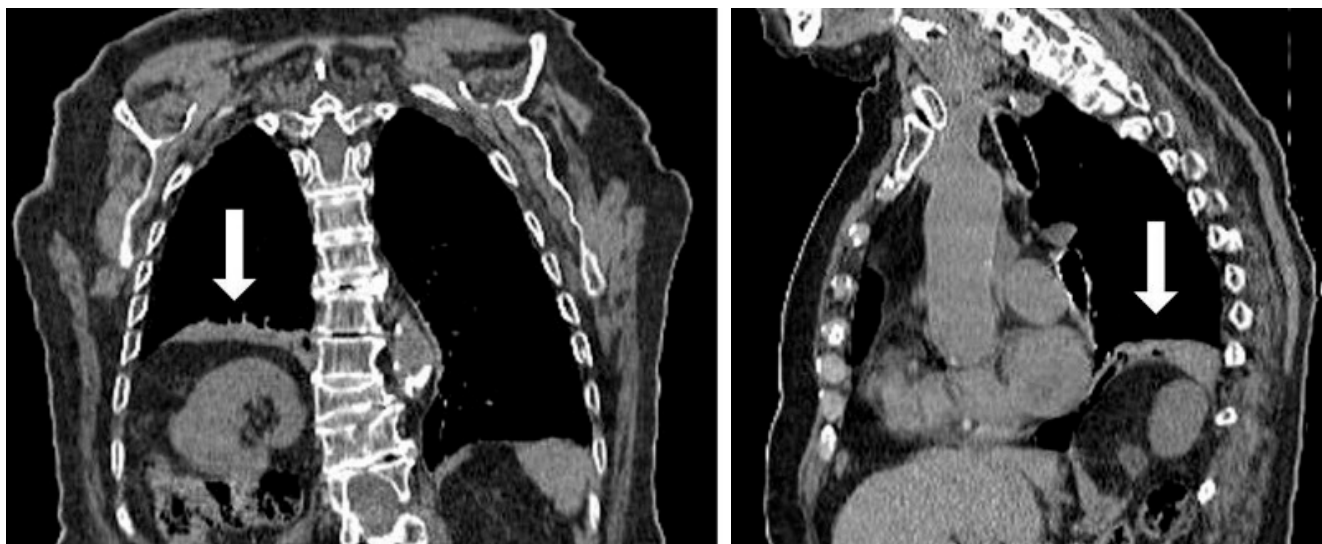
Tomografia computadorizada (TC) do tórax (corte sagital e coronal).
